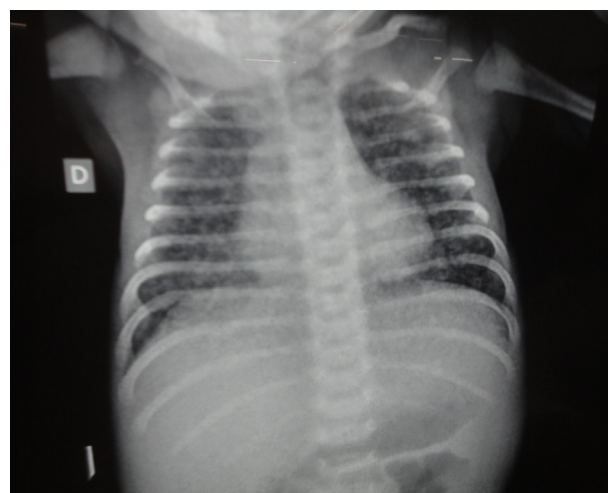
Radiografía de tórax: patrón retículo-nodular bilateral.
